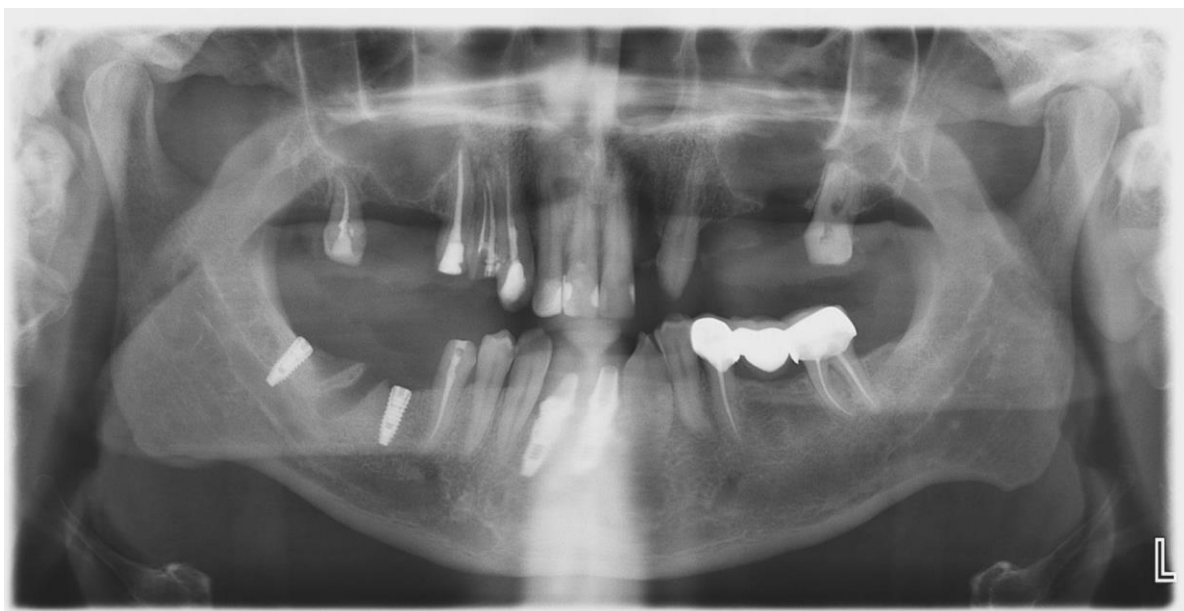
Ортопантомограма пацієнта К., 43 роки, після оперативного втручання (Planmeca Romexis Viewer 4.5.1. R)
